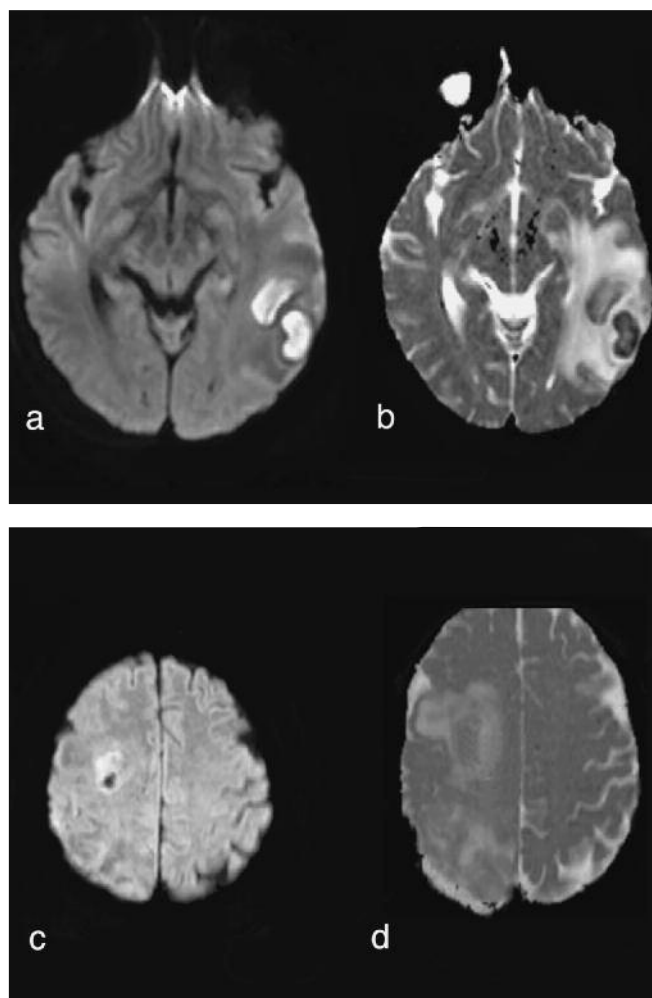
a, b, c, d Immagini assiali DWI e mappe ADC assiali. a) evidenza di due aree patologiche di restrizione della diffusività a livello del lobo temporale sinistro e (b) rispettivo valore di ADC ($6.6 \times 10^{-3} \text{ mm}^2/\text{sec}$) corrispondenti a lesioni ascessuali. c) Immagini di un diverso paziente affetto da Glioblastoma Multiforme, nell'immagine DWI si apprezza a livello sottocorticale frontale a destra un'area di restrizione del segnale con presenza di “core” centrale ipointenso riferibile a necrosi intratumorale. d) Corrispondente mappa ADC assiale con relativo valore ($13 \times 10^{-3} \text{ mm}^2/\text{sec}$) più elevato.
